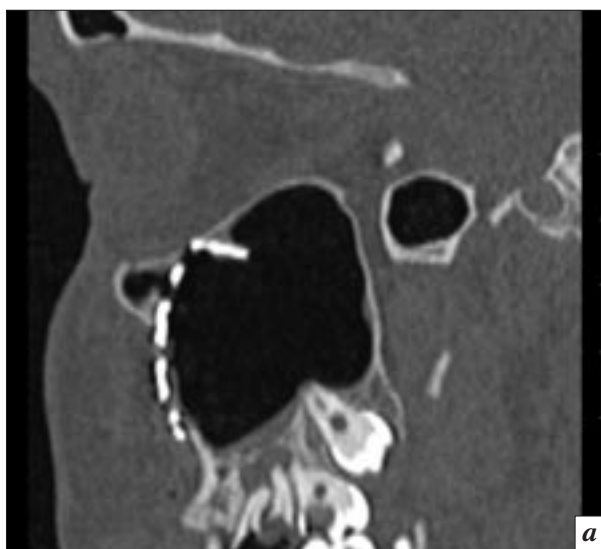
Контрольная спиральная компьютерная томография средней зоны лица (пояснения в тексте)
